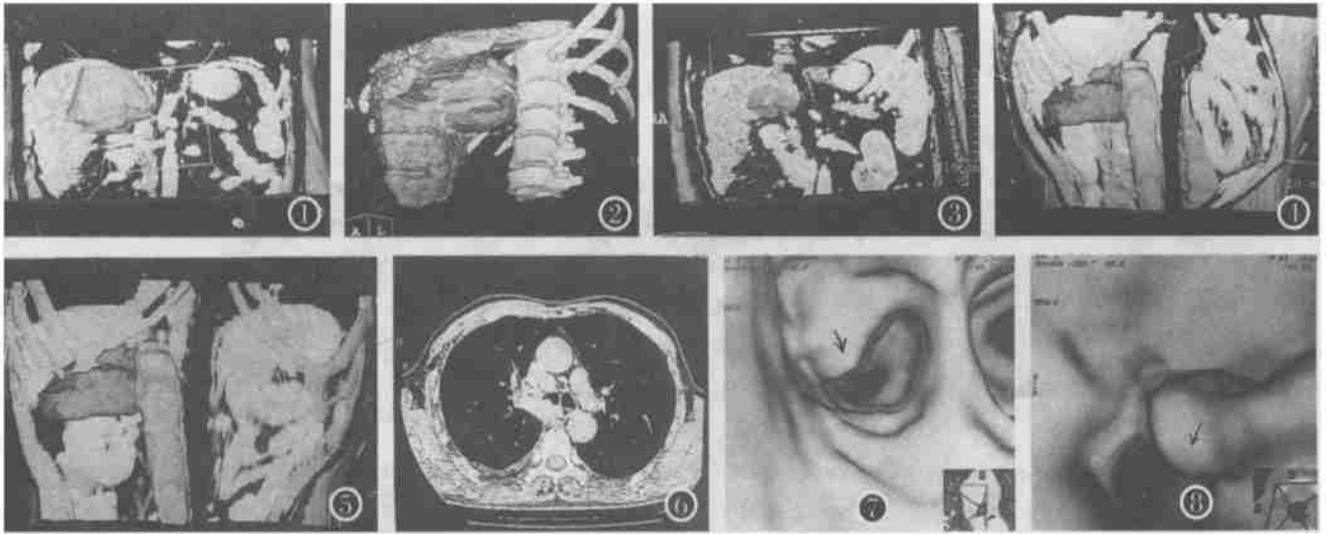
为一肝癌患者的三维图像,从图中能清楚地看到肿瘤。图2 为同一肝癌患者的三维图像,该图是由左、前视角观察病灶与肝脏的关系。图3 为同一肝癌患者的三维图像,从图中可以看到病灶与其它组织的关系。图4 为一腹主动脉瘤术前血管三维图像。图5 为同患者的术后血管三维图像。图6 为一纵隔肿瘤患者的CT二维图像。图7 为同一患者的仿真内窥镜图像,箭头所指为气管受压变窄部。图8 为同一患者从另一角度观察图像,箭头所指为气管受压变窄部。
